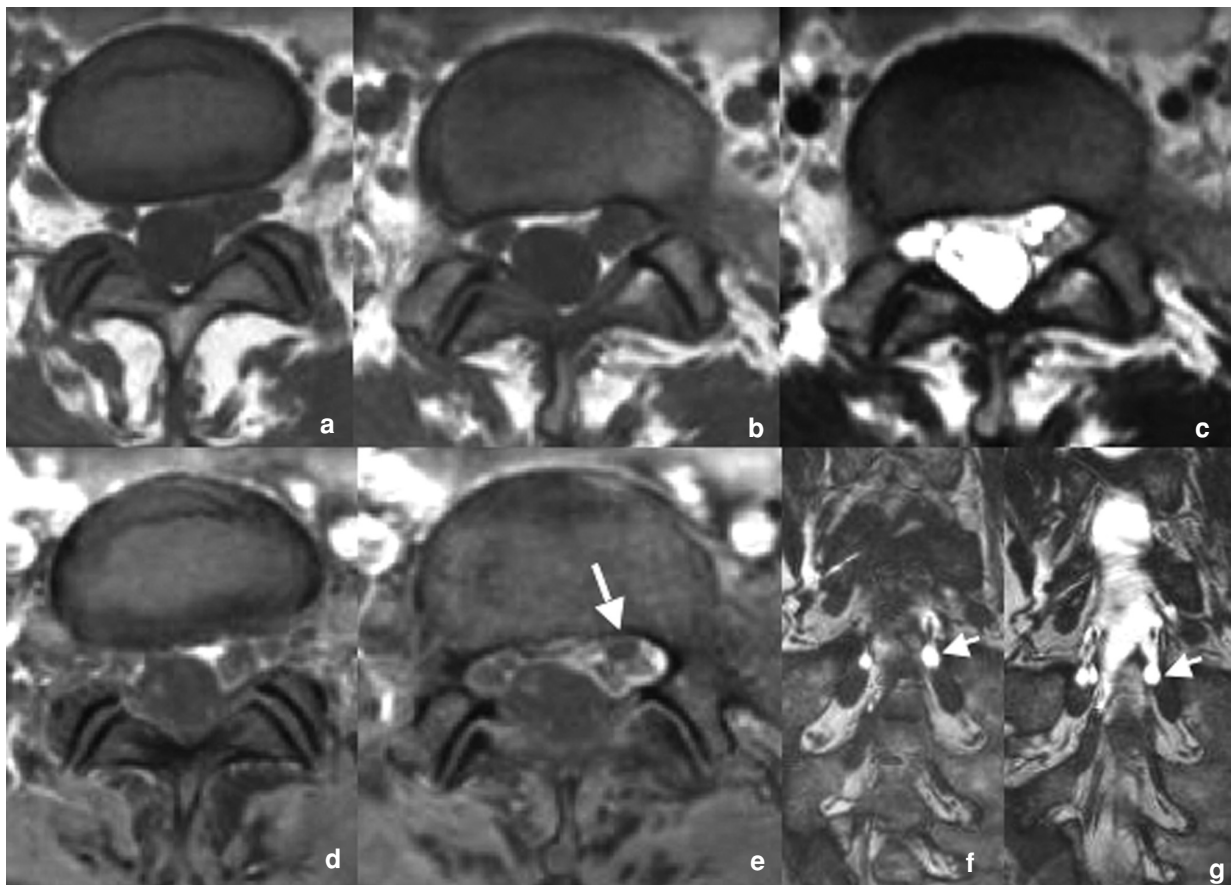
a-g : Gaines radiculaires communes L5 et S1 et S1 et S2 à gauche associées à de petites formations kystiques. L'IRM en coupes axiales en T1 (a, b) et T2 (c) démontre une gaine élargie au niveau du foramen L5-S1 et au niveau du récessus radiculaire S1 gauche ; le signal liquidien en T1 et T2 oriente d'emblée vers une anomalie radiculaire. Les coupes axiales en T1 après injection de gadolinium (d, e) pourraient cependant laisser planer un doute quant à l'existence d'une hernie discale avec prise de contraste périphérique, notamment en avant de la gaine commune S1-S2 gauche (flèche). Les coupes coronales en T2 en séquence CISS 3D (f, g) notent la présence d'une formation kystique qui se situe en avant de la gaine commune S1-S2 (flèches).
